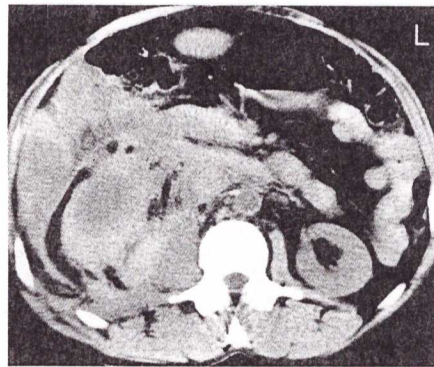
CT-Scan nativ in Höhe des unteren Nierenpols: Blutansammlung im rechten perirenalraum, die das Duodenum nach ventral verlagert. Zusätzlich erkennt man Blut im rechten hinteren pararenalen Raum, das die Abgrenzung des verdickten Psoasmuskels erschwert.
